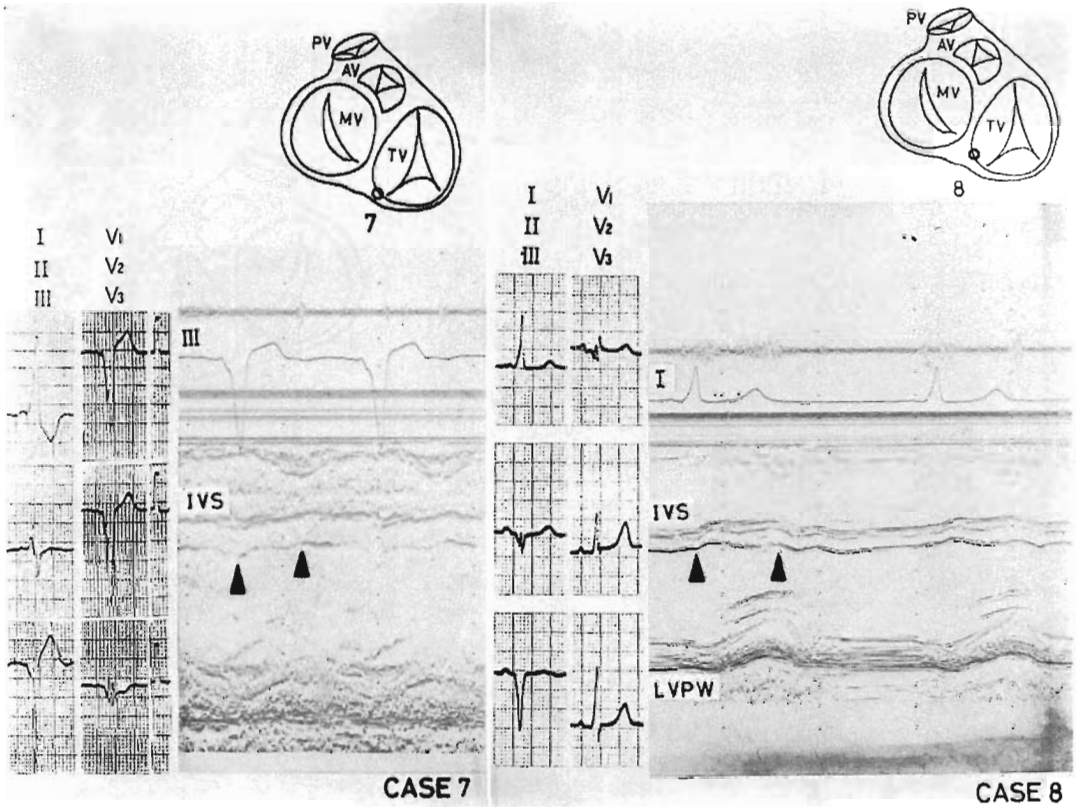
Echocardiograms of Case 7 (left) and Case 8 (right) with accessory pathway in the right posterior septum.
